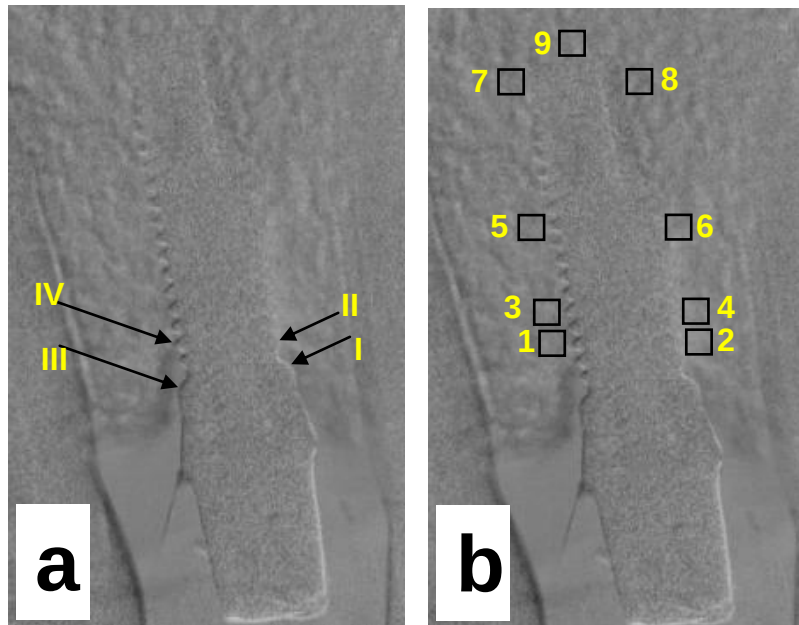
Quantitative radiographic evaluation. (a) To measure CBL, the top of the implant and the first contact of the alveolar crestal bone and the implant surface were identified both at the mesial (I and II) and distal (III and IV) sides of the implant (see arrows). (b) To measure PIBD, the operator selected nine 100 pixels regions-of-interest (ROI) around the implant at five levels: crestal (1 and 2); subcrestal immediately below the crestal (3 and 4); mid-implant (5 and 6); lateral apical area (7 and 8); and apex region (9) (see squares).
